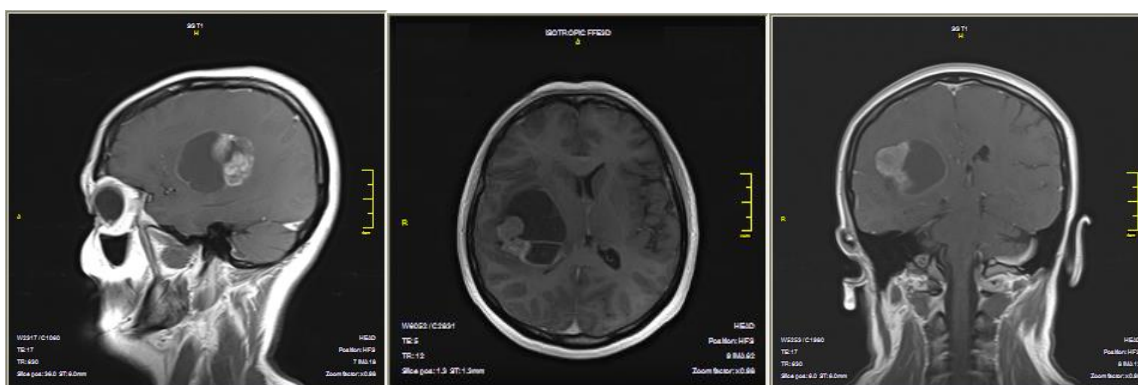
МР-томограмма головного мозга больной С., 46 лет с контрастированием. В теменной области справа имеется кистозно-солидная внутримозговая опухоль
